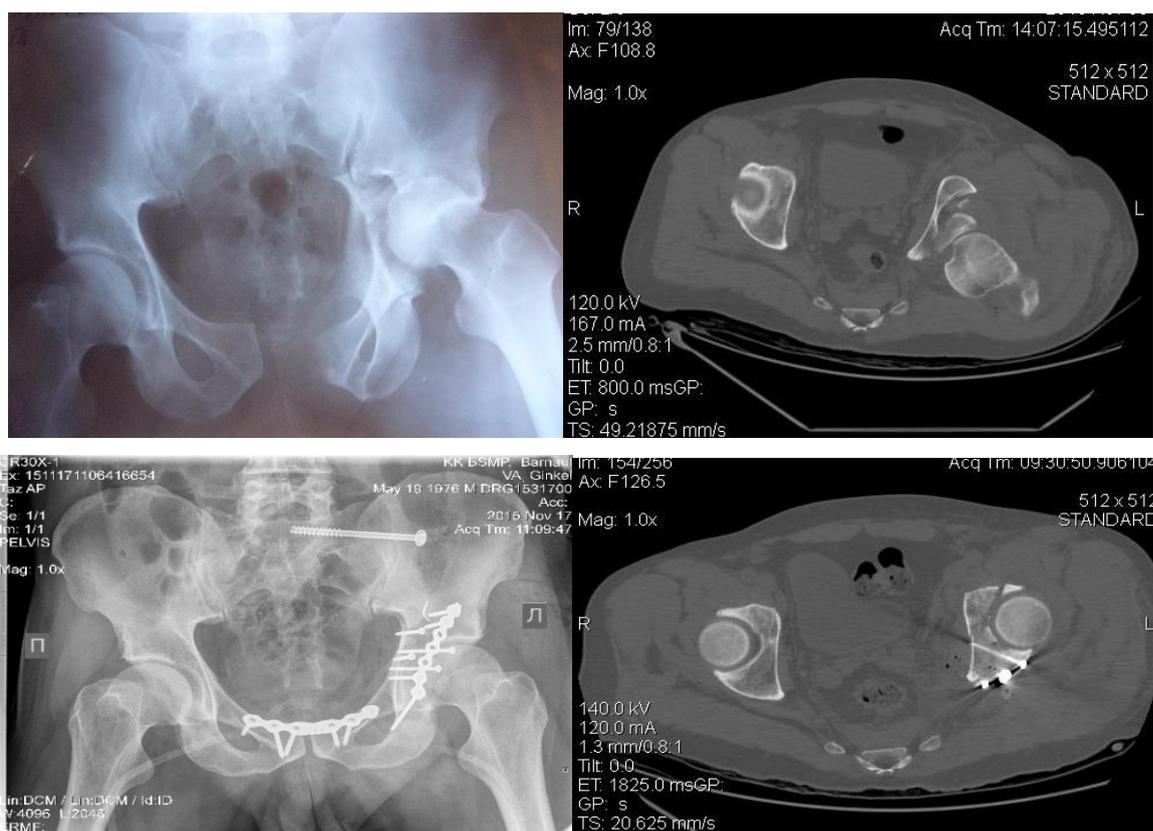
Рентгенограммы и компьютерные томограммы мужчины 39 лет; автодорожная травма (удар в область левого колена при столкновении).
